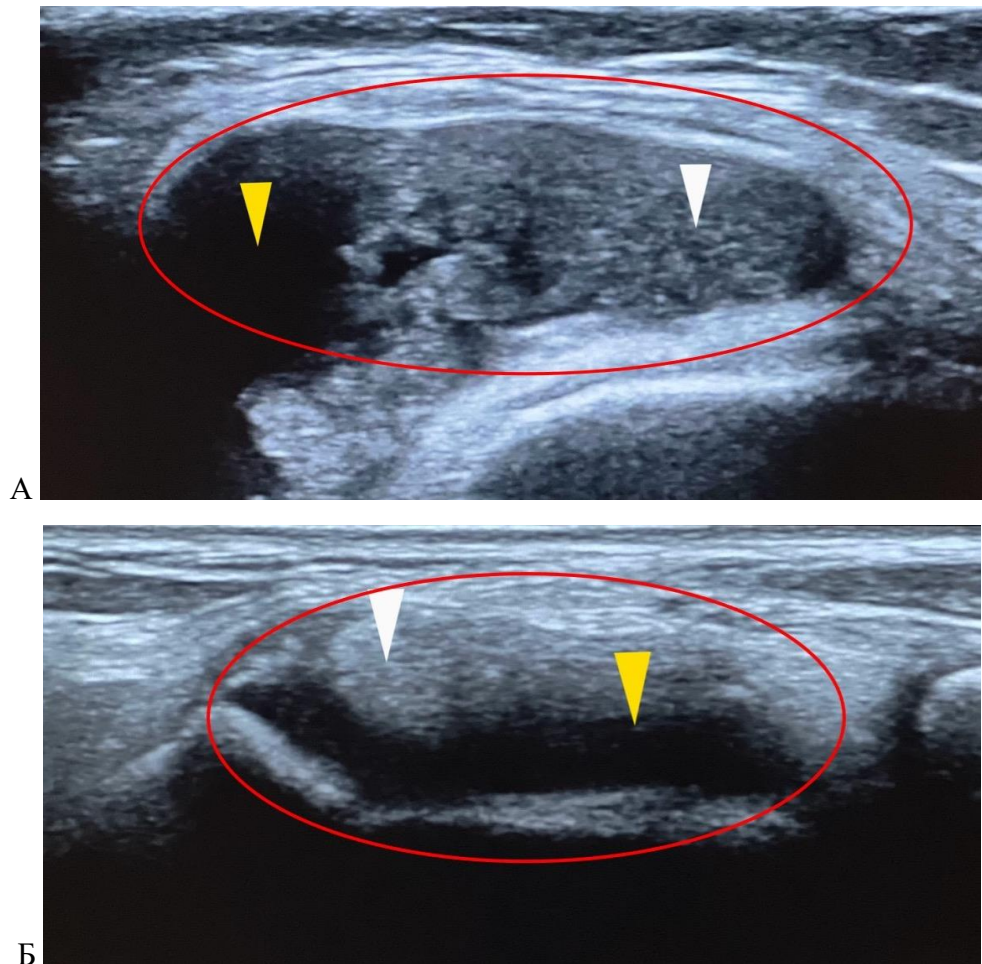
УЗИ коленного и голеностопного суставов у детей с юПсА. А – выраженный синовит коленного сустава с утолщенной синовиальной оболочкой. Б – выраженный синовит голеностопного сустава. Белая стрелка – синовиальная оболочка. Желтая стрелка – синовиальная жидкость
